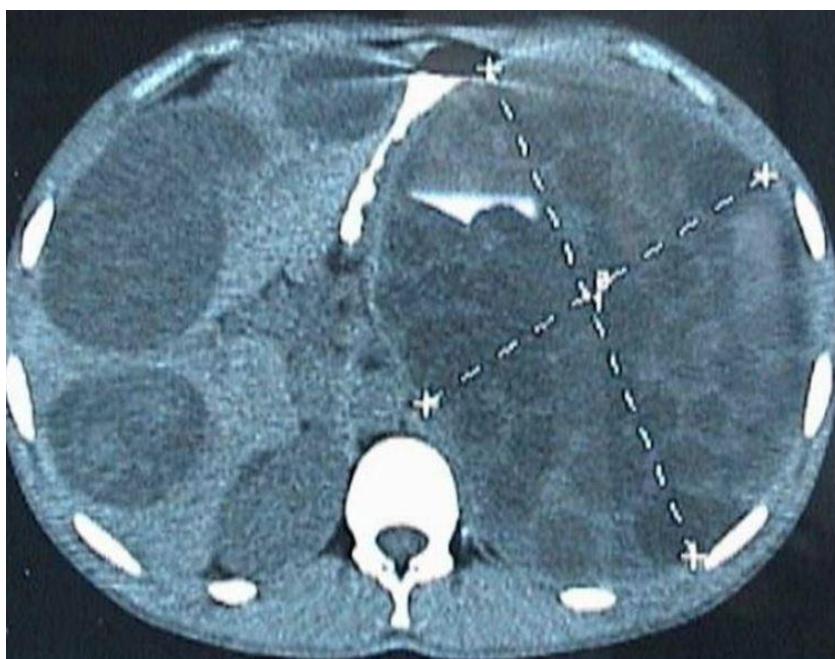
Aspect TDM d'un kyste hydatique splénique multivésiculaire associé à une hydatidose hépatique [201]
